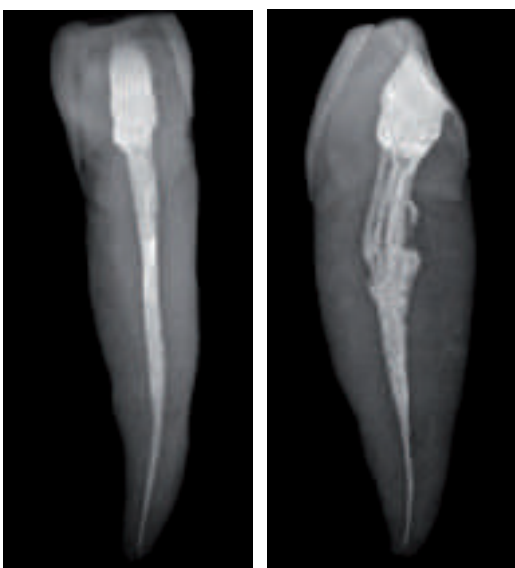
Endodontische Behandlung *in vitro*. Die insuffiziente Wurzelfüllung ist lediglich in der MD-Projektion röntgenologisch darstellbar.
